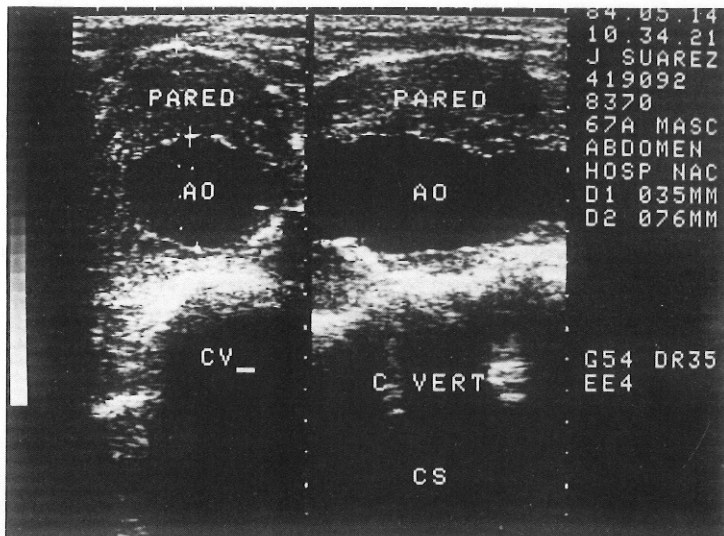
Aneurisma de aorta; examen por ultrasonidos.
